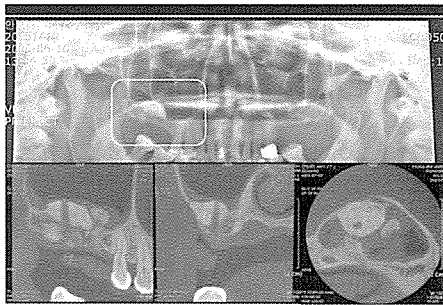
case 8; CBCT images reveal Surgical defect after extraction of implant fixture, sclerosis of graft bone, bony loose body and mucosal thickening within maxillary sinus
